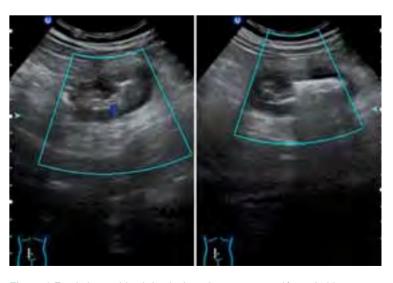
En el ultrasonido abdominal se observa tumoración probablemente neoplásica de 62 x 31 mm, con escasa vascularidad en la fosa iliaca derecha dependiente del ciego
